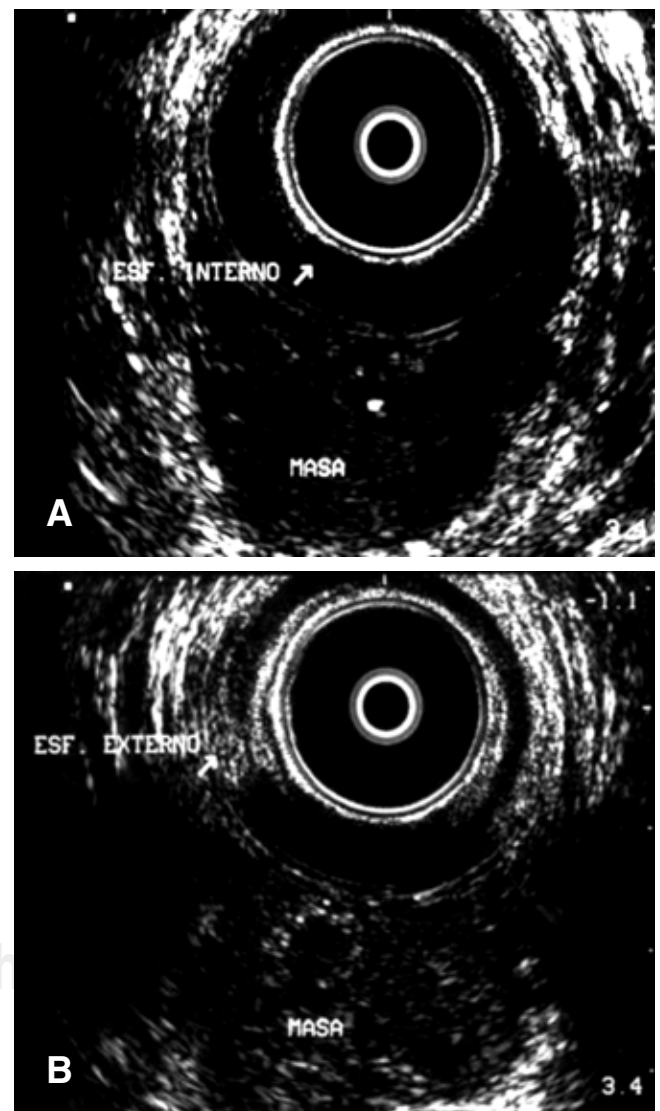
A: Ecografía transrectal en la que se observa la extensión de la masa tumoral dentro del esfínter anal externo. B: El tumor invade también el esfínter anal interno.
